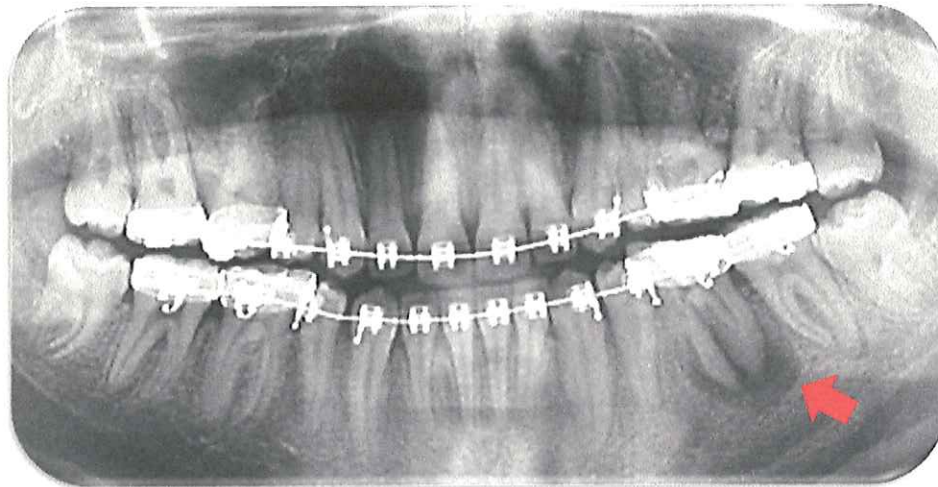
Radiografía panorámica donde se observa el aumento de tamaño de la zona radiolúcida del OD 36.
